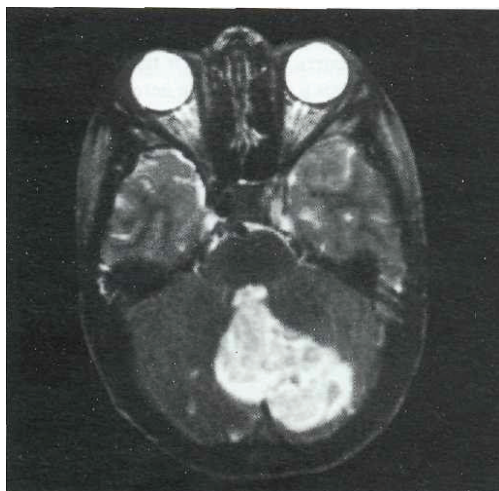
МРТ–изображение (аксиальная T2-томограмма) острой гематомы в левом полушарии мозжечка (мальчик 12 лет). Выявляется зона высокой интенсивности сигнала в области гематомы, а также признаки тампонады свертком крови четвертого желудочка
